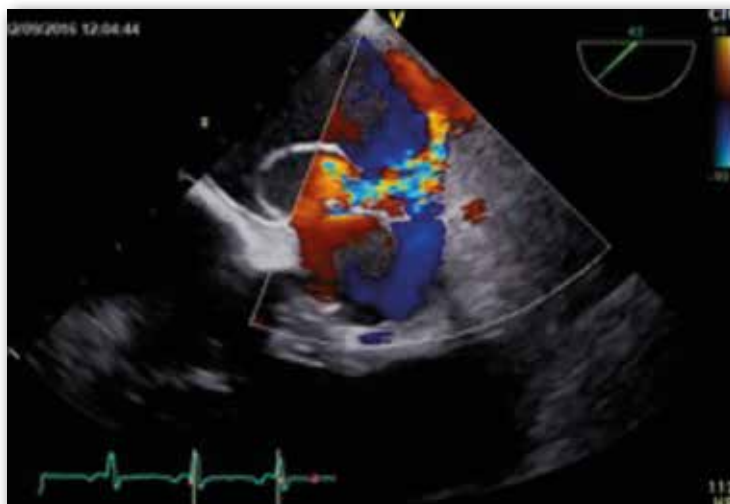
Insuffisance mitrale naissant de l'anévrysme perforé de la valve mitrale antérieure en échocardiographie transoesophagienne. Jet excentré longeant la paroi latérale de l'oreillette gauche.
